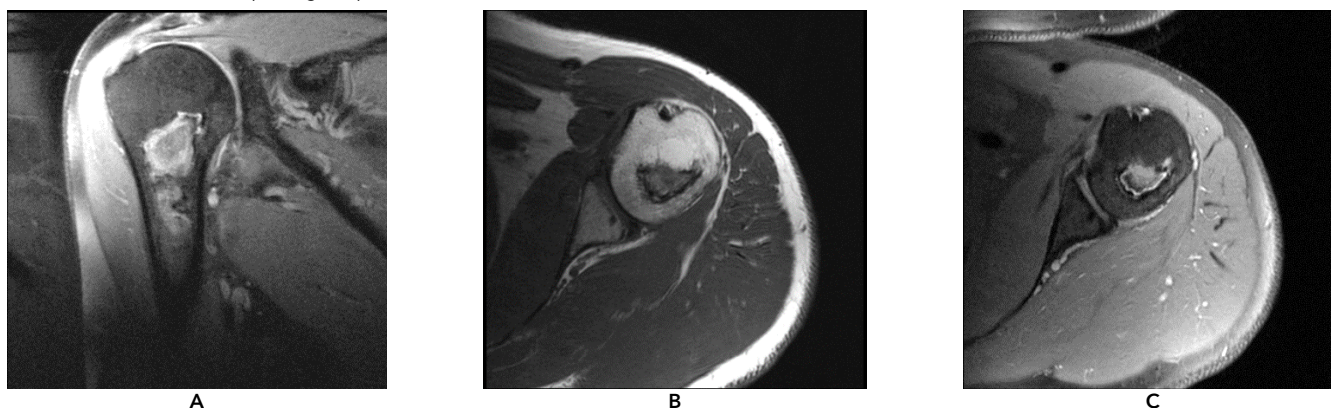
МРТ левого плечевого сустава: A. PD-FS-ВИ в косо-корональной плоскости. В области метафиза визуализируются МР-признаки, характерные для дисбарического остеонекроза: специфичный симптом «двойной линии» по периферии очага с различной интенсивностью МР-сигнала, а также перифокальный трабекулярный отёк костного мозга, дающий гиперинтенсивный сигнал. B. T1-ВИ в аксиальной плоскости. Перифокальный трабекулярный отёк костного мозга, очаг остеонекроза и склеротическим имеют гипоинтенсивный МР-сигнал. C. PD-FS-ВИ в аксиальной плоскости
